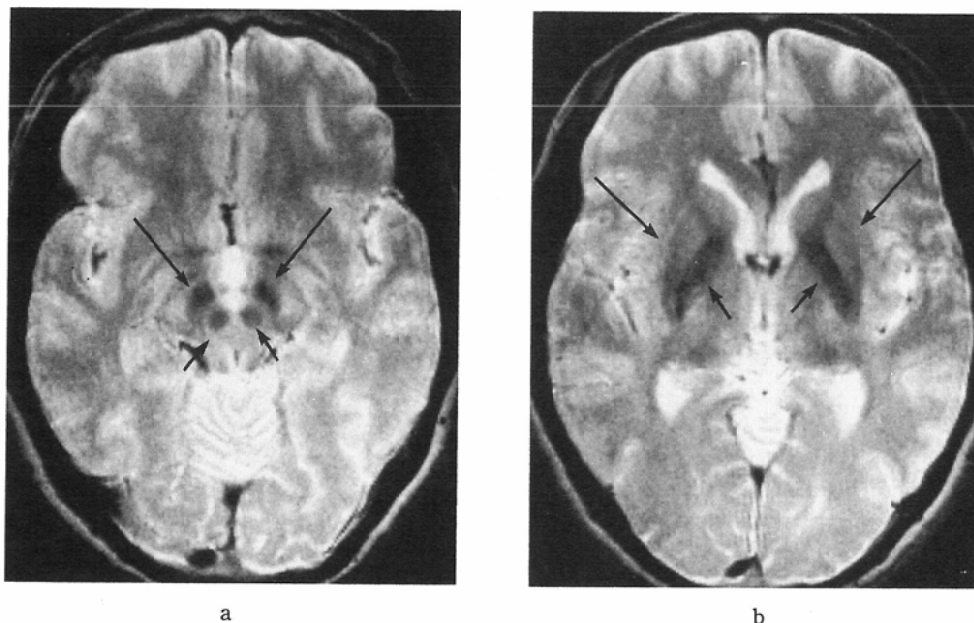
Normal, 62-year-old male. a and b. T2-weighted images (SE 1800/100). The red nucleus (RN) (short arrows) and pars reticulata of the substantia nigra (SN) (long arrows) show hypointensity (a). The globus pallidus (short arrows) and putamen (long arrows) also reveal hypointensity bilaterally (b). The hypointensity of these structures is due to accumulation of ferric iron and/or other pigments.
